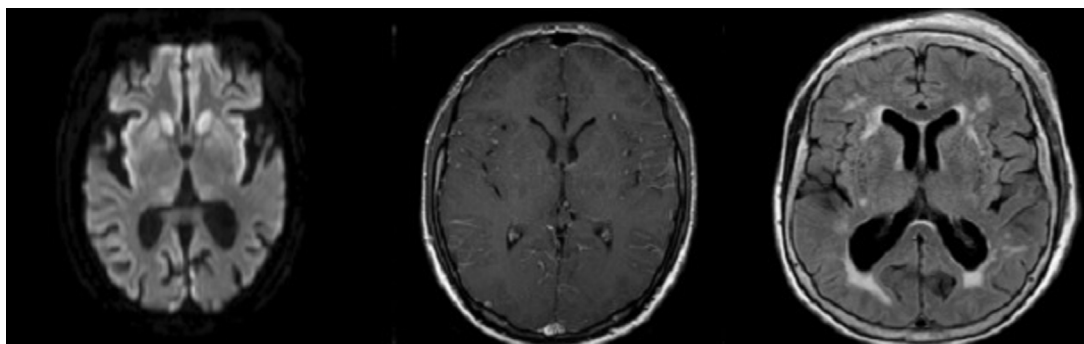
Hallazgos en la imagen de la resonancia magnética (IRM) de encéfalo: A) Paciente 2: IRM de control 30 días posterior. B) Paciente 3: IRM de ingreso. C) Paciente 5: IRM de ingreso.
